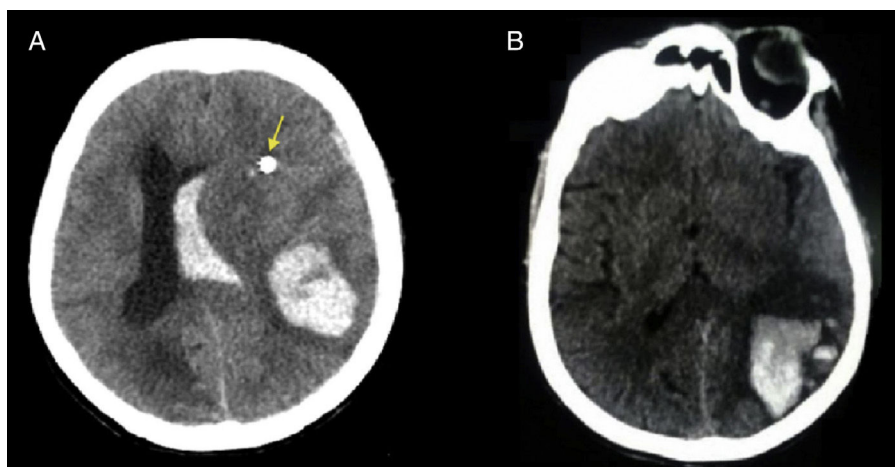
A) TC axial que revela un hematoma parenquimatoso que se extiende en lóbulos frontal-temporal-parietal izquierdo y dentro del sistema ventricular homolateral. Signos de edema cerebral extenso; se observa desviación de la línea media (la flecha señala el catéter de monitorización de presión intracraneana). B) TC axial que revela un hematoma en los lóbulos parietal y occipital izquierdo con efecto hematocrito.
